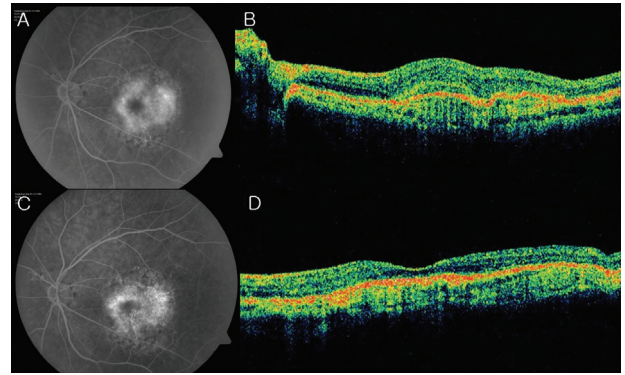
A case of subfoveal classic choroidal neovascularization (CNV) in age-related macular degeneration. (A) Fluorescein angiography (FA) image at baseline shows hyperfluorescent leakage. Best corrected visual acuity was 0.16. (B) Optical coherence tomography (OCT) image demonstrates CNV lesion and retinal edema. Central retinal thickness was 311 μm. (C) At postinjection 3 months, leakage decreased on FA image. (D) Retinal edema was resolved on OCT. Central retinal thickness was 159 μm. Visual acuity was unchanged as 0.16.
